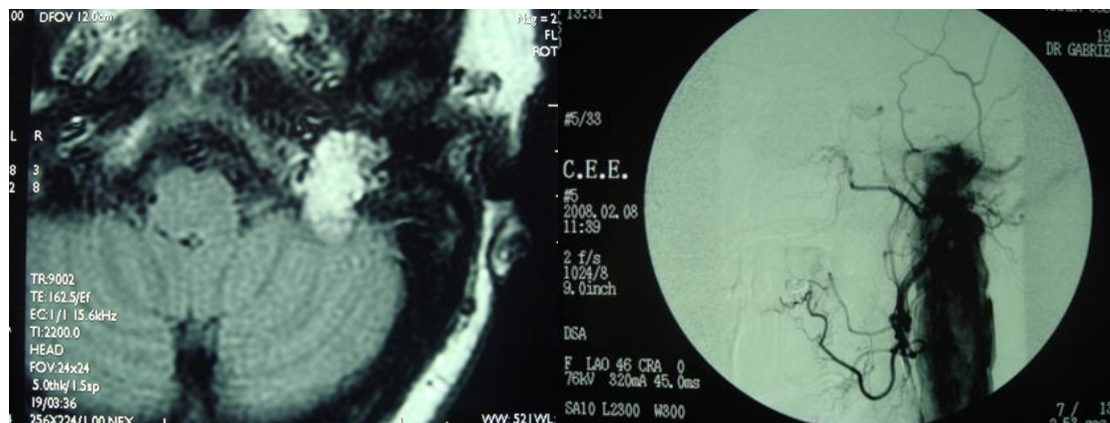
CASO 1: Paraganglioma do forâmen jugular esquerdo. Esquerda: RM CE T2, gadolínio EV, que revela um tumor no forâmen jugular com contraste. Direita: Angiografia de Subtração Digital, a qual permite ver a Artéria Carótida Externa esquerda, numa fase arterial, evidenciando um tumor vascularizado do forâmen jugular, com expansão cervical, ao longo do trajeto da veia jugular interna esquerda.
